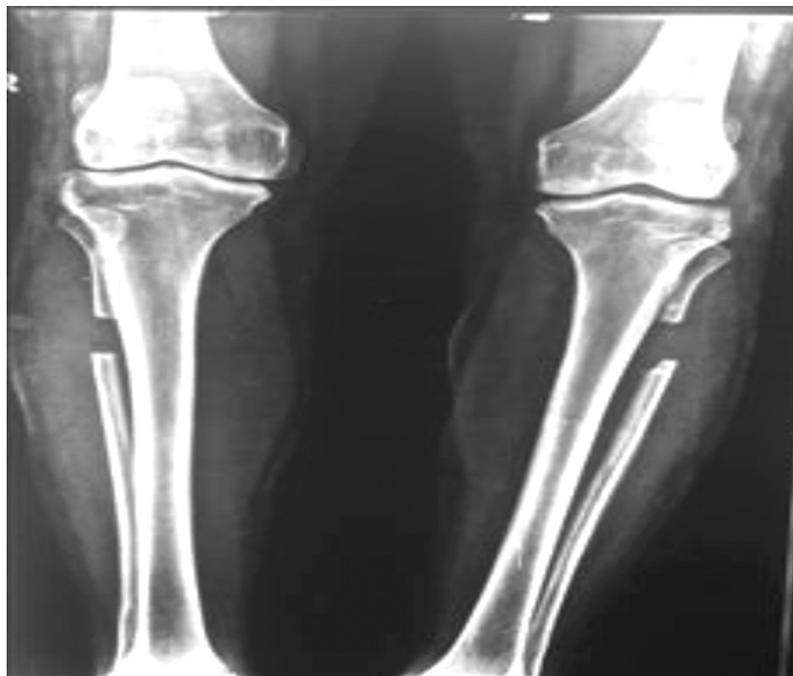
Постоперационный рентгеновский снимок коленных суставов через 3 месяца после ПСФР
